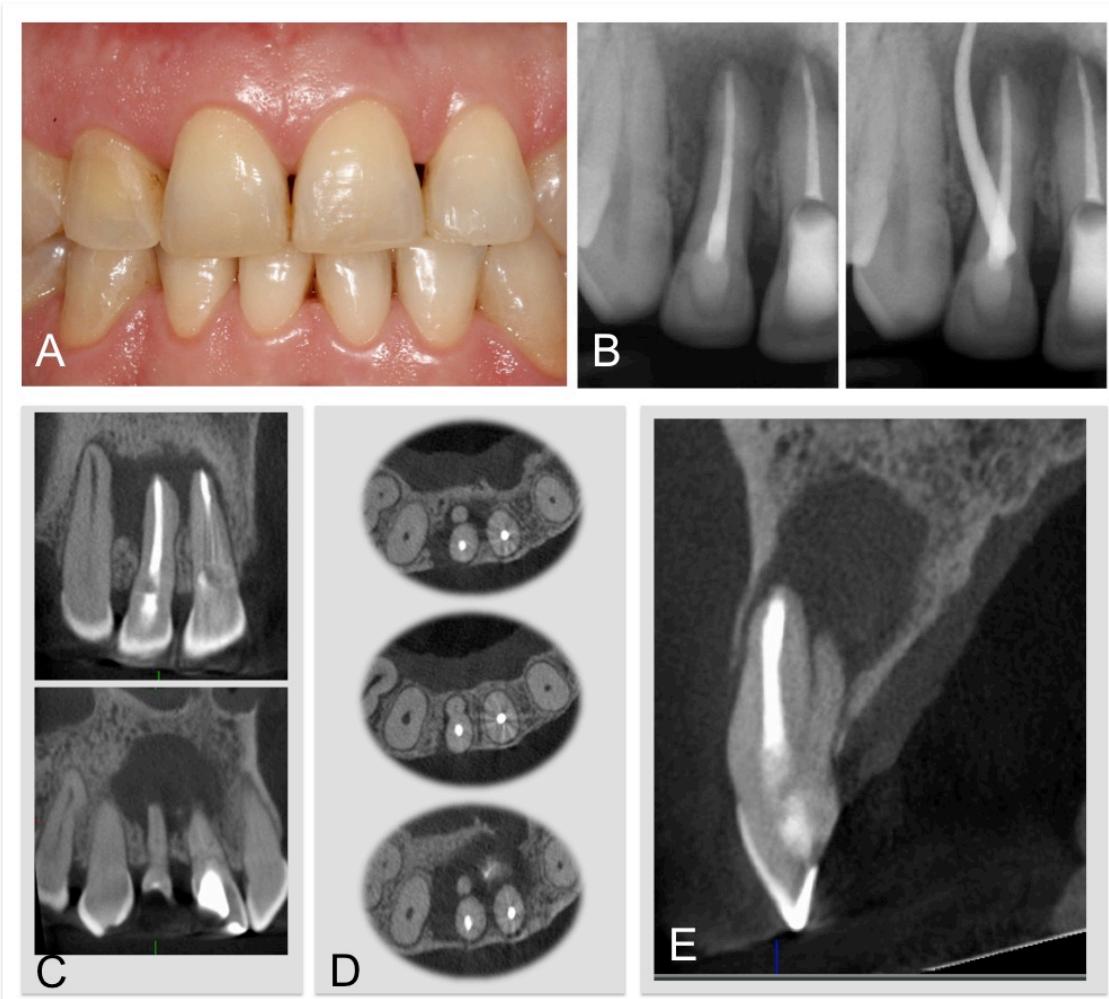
(A) An initial clinical picture of tooth #7. (B) PA radiographs of tooth #7 with different angulations. Top right: a gutta-percha cone was placed to trace the sinus tract. (C) A coronal view showing the extent of the apical lesion. The axial (D) and sagittal (E) views revealed the presence of an additional root (lingual).
